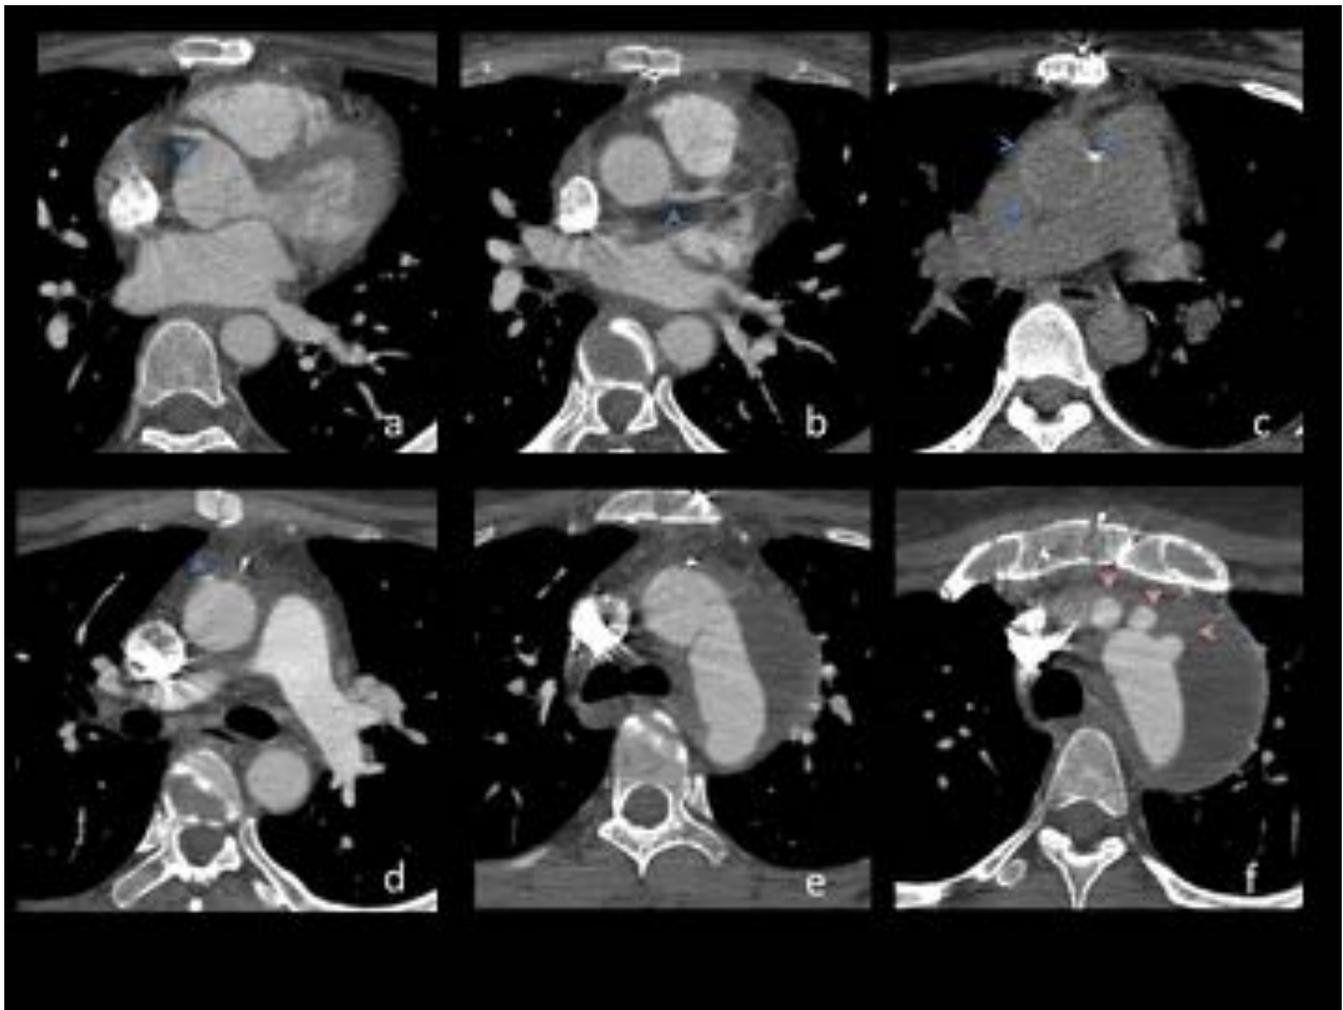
Técnica reparación sustitución de aorta ascendente y del arco. Mujer de 31 años con aneurisma c arco aortico por aortitis autoinmune (sd Cogan) (a) material de sutura de anastomosis próximal. (b) salida de arteria coronaria izquierda. (c) imagen TC sin contraste del injerto ligeramente hiperdenso con respecto a la luz y la pared de la aorta. (d)material de sutura hiperdenso en la anastomosis intermedia. (e- injerto cuatrifurcado y aneurisma residual trombosado.
